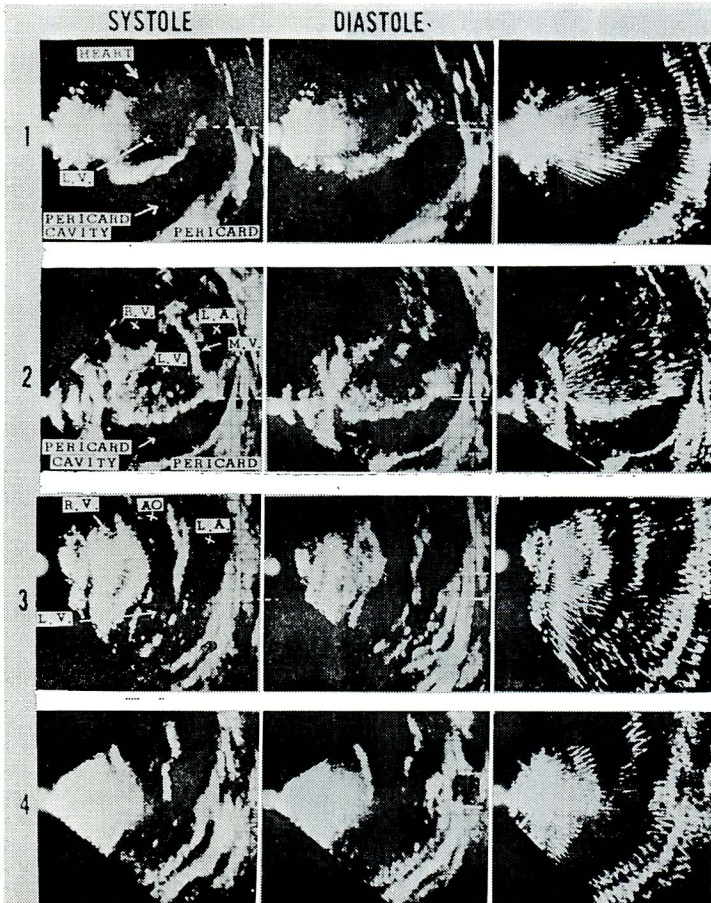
Ultrasono-cardiotomograms and tomo-kymograms obtained in cases with pericardial effusion
